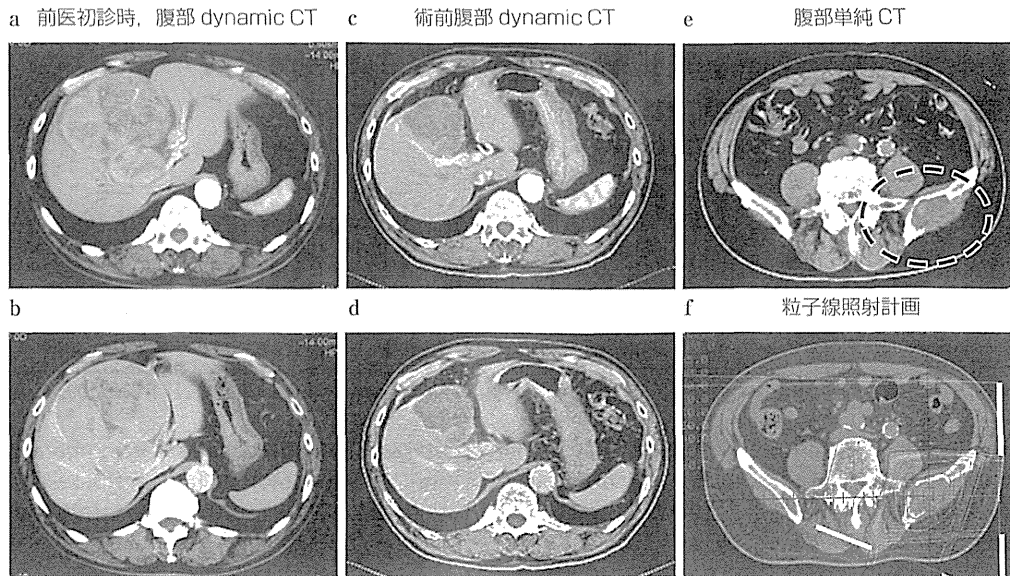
a: Abdominal dynamic CT at the first medical examination. Arterial phase imaging. b: Abdominal dynamic CT at the first medical examination. Delayed phase imaging. c: Abdominal dynamic CT before hepatic resection. Arterial phase imaging. d: Abdominal dynamic CT before hepatic resection. Delayed phase imaging. e: Left iliac bone metastasis. f: Treatment planning of particle therapy.
